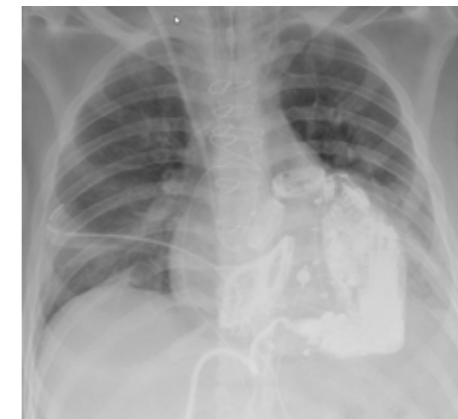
Röntgen Thorax Liegendaufnahme nach Aeson®-Implantation
